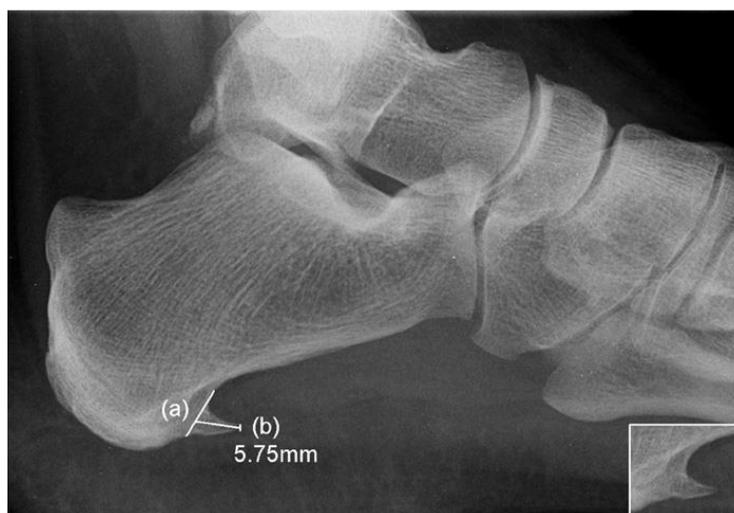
La radiografia laterale del piede mostra il metodo di misurazione della lunghezza della spina calcaneare utilizzato nello studio di Johal et al.: una linea demarca il bordo calcaneare e l'altra linea decorre dal bordo calcaneare fino alla punta della spina. La lunghezza della seconda linea esprime la lunghezza della spina calcaneare.
